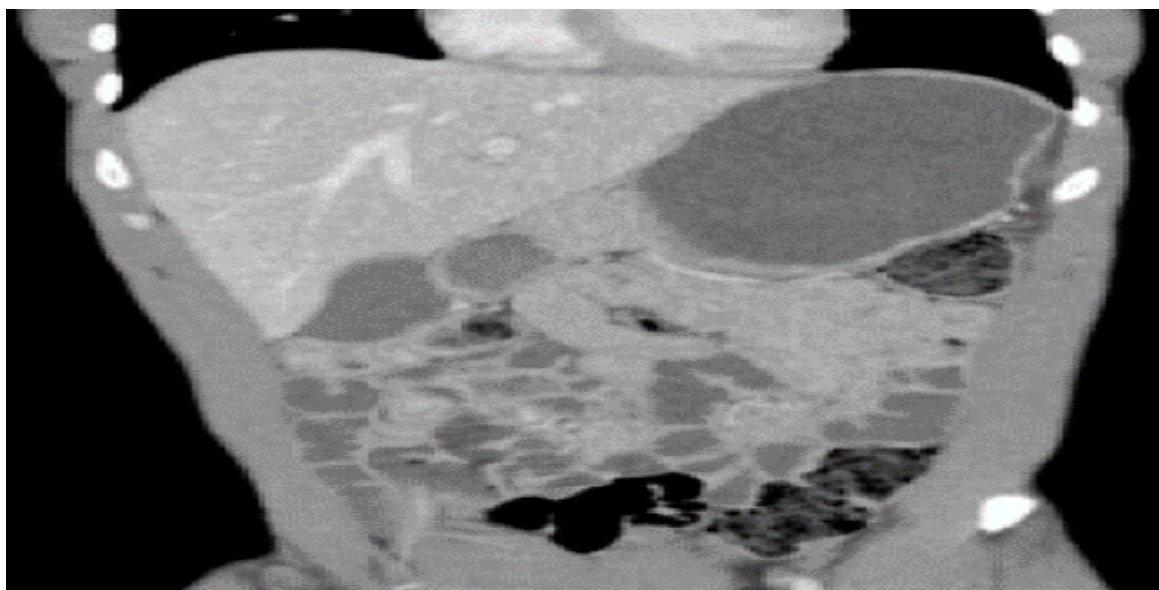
TAC, imagen en corte coronal aprecie el divertículo de Meckel invaginado en fosa ilíaca derecha-flanco derecho.
